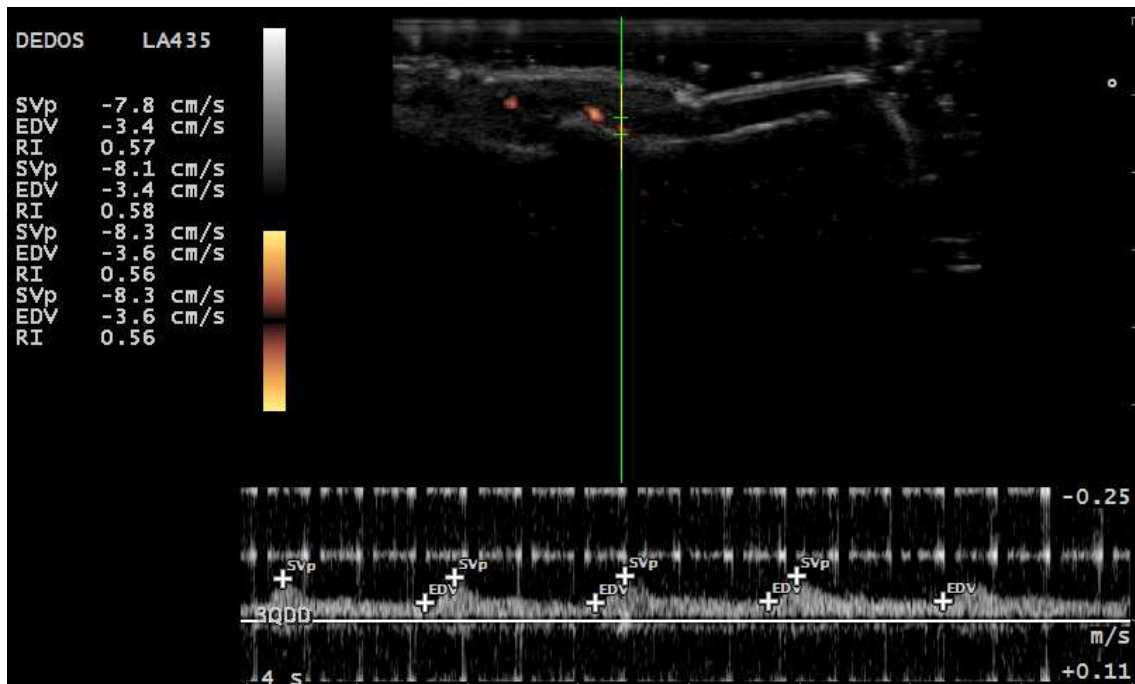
RI measure by spectral doppler. First, the cursor is paced in the maximum blood flow velocity in systole (SVp) and after, it is placed in the blood flow velocity in the end of diastole (EDV). The Software does the calculation, according with the formula.
